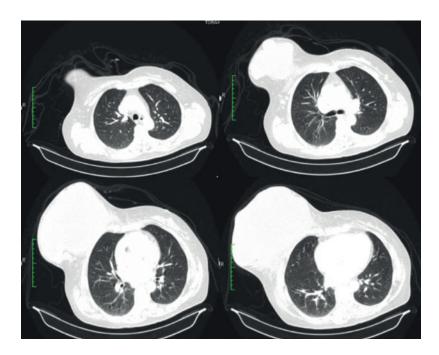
Tomografía contrastada de tórax: masa ocupante en mama derecha con refuerzo de contraste.
